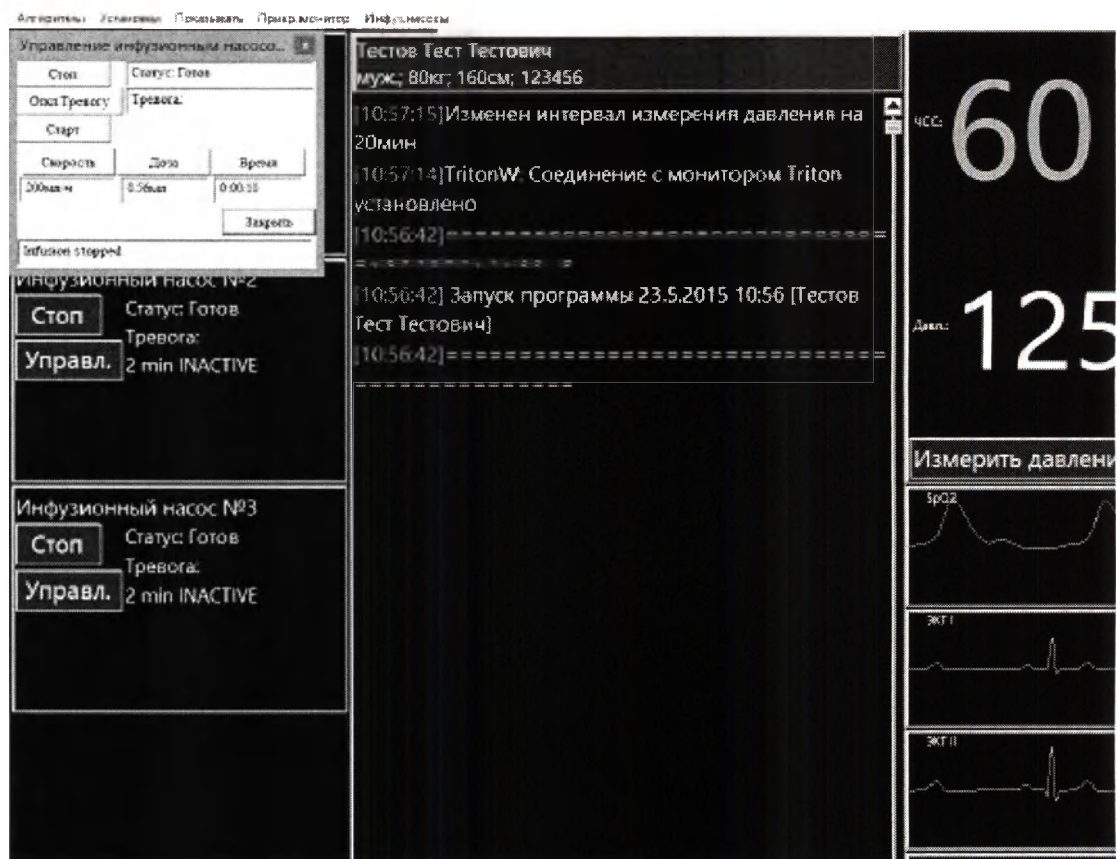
Активация кнопок управления инфузионными насосами
